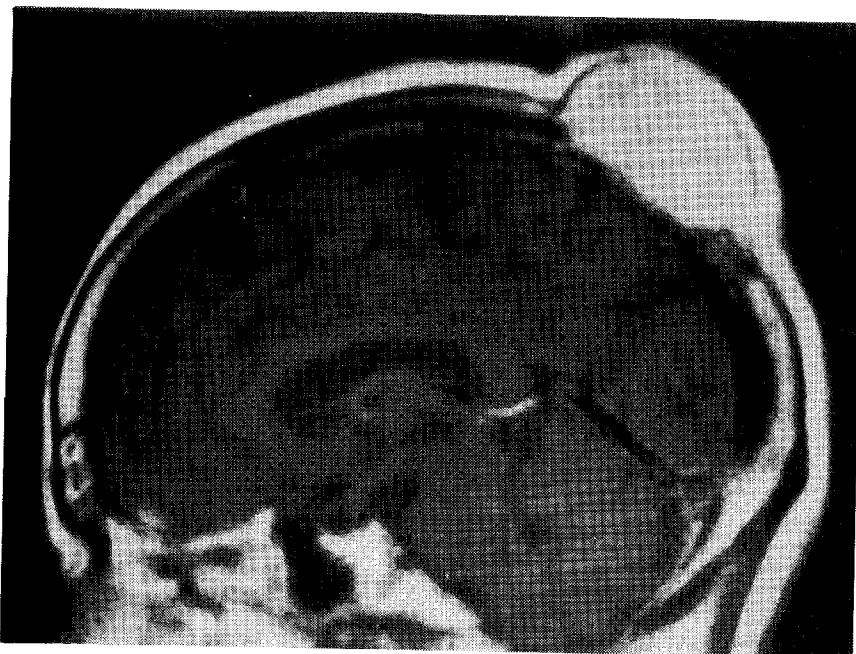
Sagittal postcontrast T1-weighted magnetic resonance scan shows a large, well enhancing tumor mass with elevated scalp fat tissue. The underlying calvaria shows destructive change.
